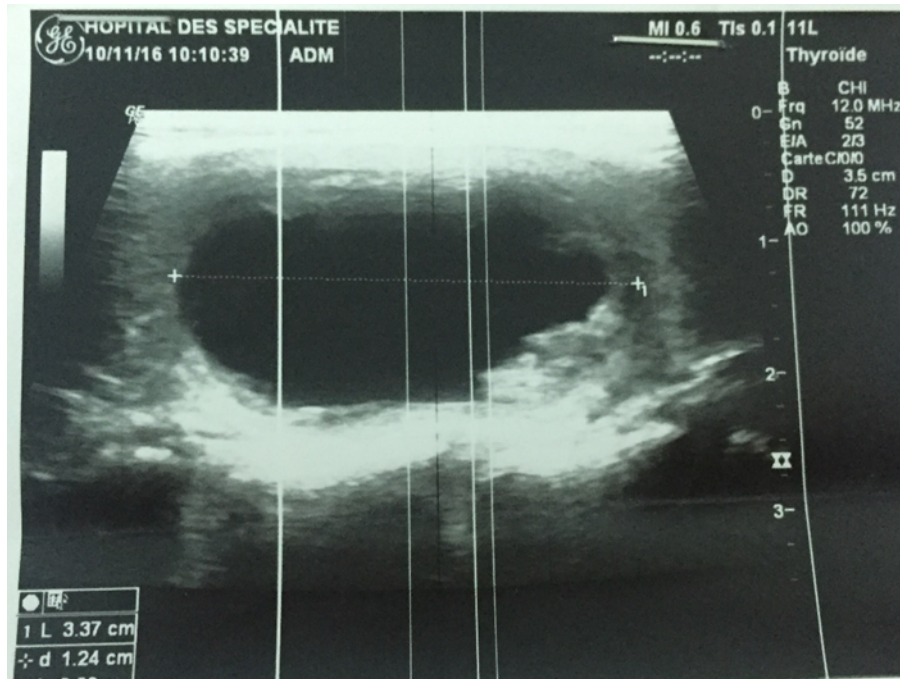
Aspect échographique d'un nodule thyroïdien kystique mesurant (3,4 \*1,24 cm) (échographie réalisée au sein du service de radiologie à l'HSR) .
